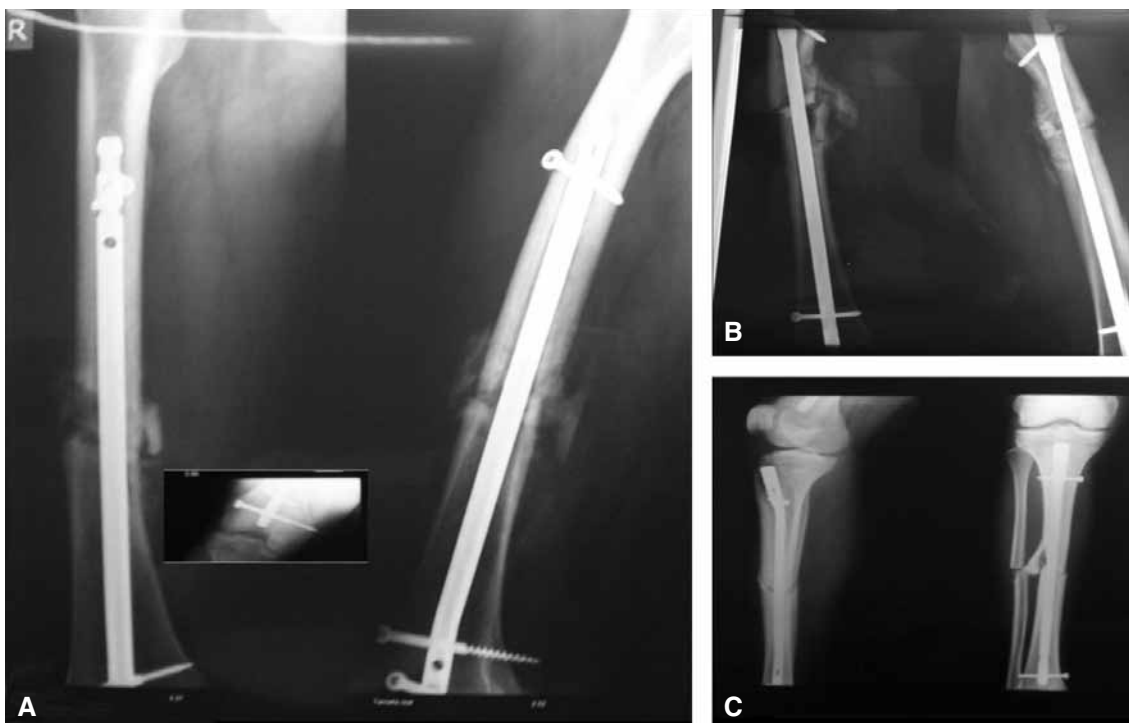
Tercer mes de posoperatorio. En las radiografías de frente y de perfil, se puede observar la buena formación del callo óseo. A. Fémur derecho con clavo retrógrado. B. Fémur izquierdo con clavo anterógrado. C. Tibia y peroné izquierdos.
